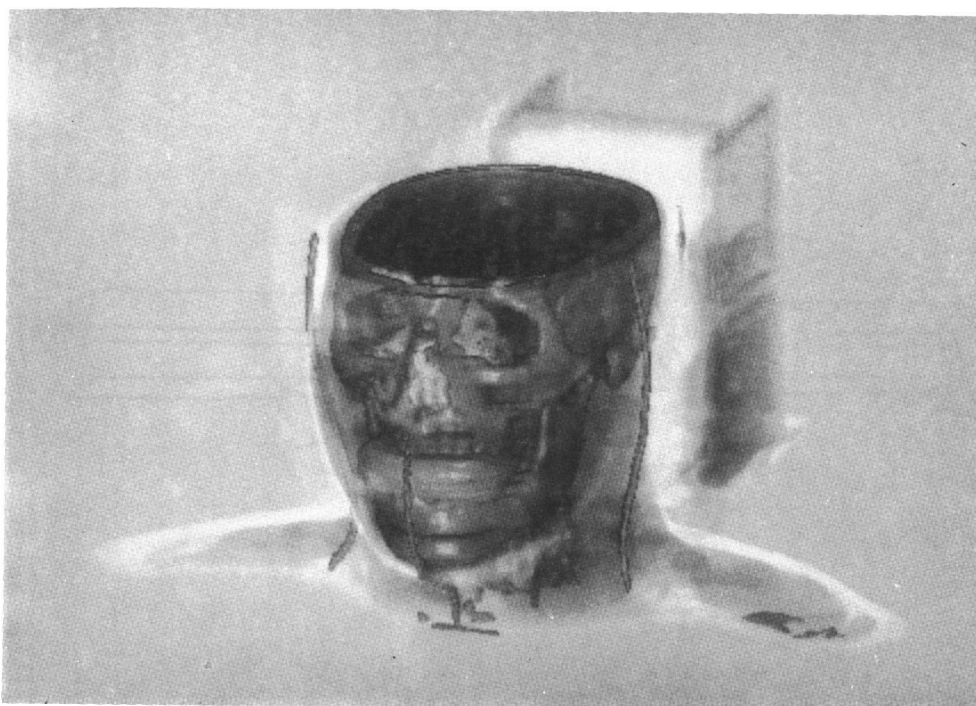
Imagem gerada a partir de dados CT mostrando estruturas ósseas de forma opaca e tecido e gordura de forma semi-transparente.
